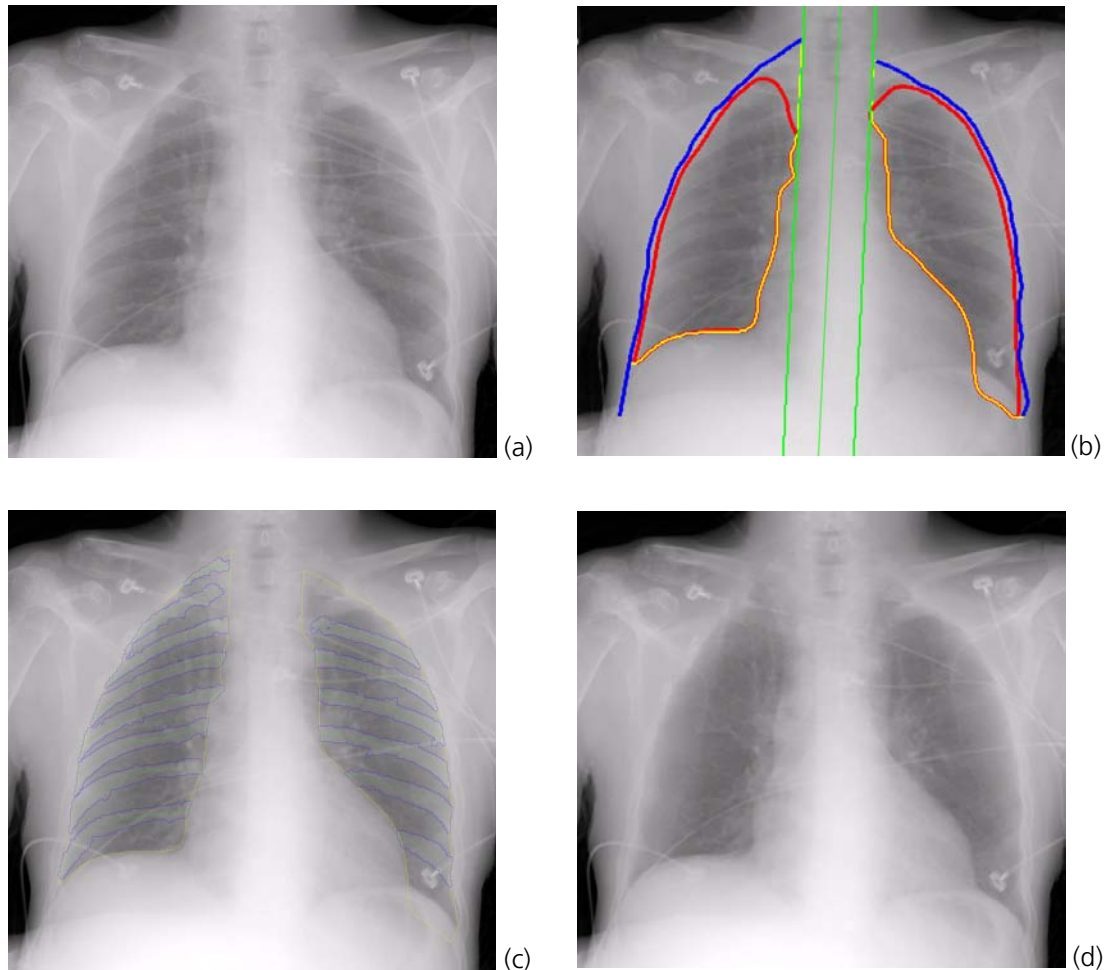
a) Eine Thoraxröntgenaufnahme von einem mobilen CR-Gerät; b) das Bild mit erkannten Rippen; c) das Bild mit unterdrückter Rippendarstellung.
